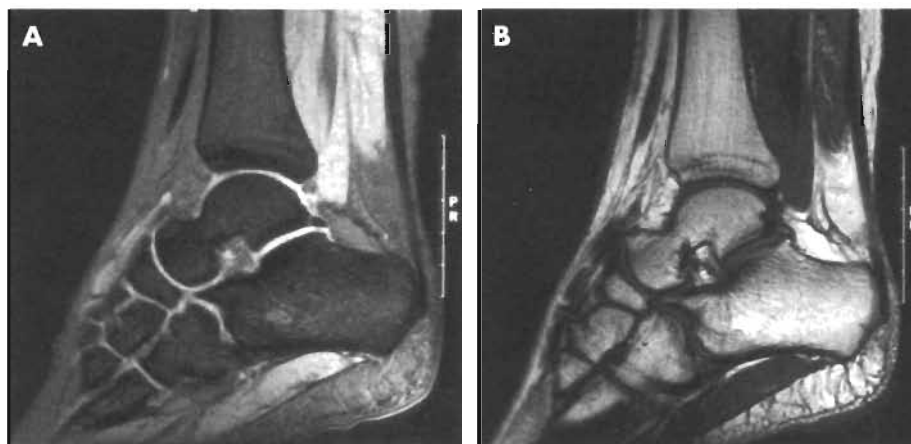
Imágenes de RM potenciadas en T2 (A) y en T1 (B) que muestran cambios de señal en la apófisis posterolateral del astrágalo, en un paciente con dolor crónico posterior de tobillo.
